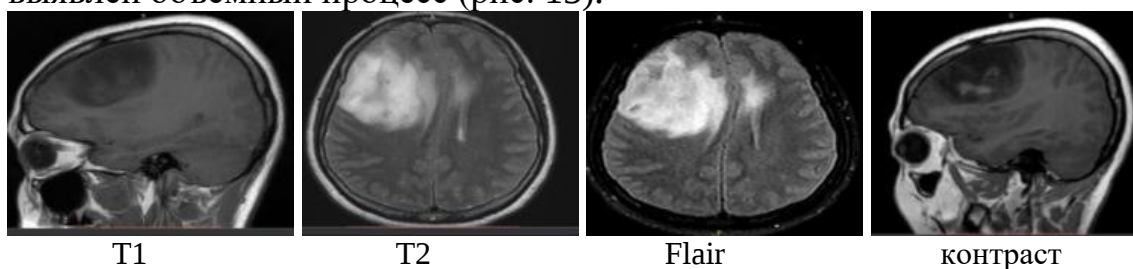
Объемное образование головного мозга (Астроцитома?), выявленное при МРТ
